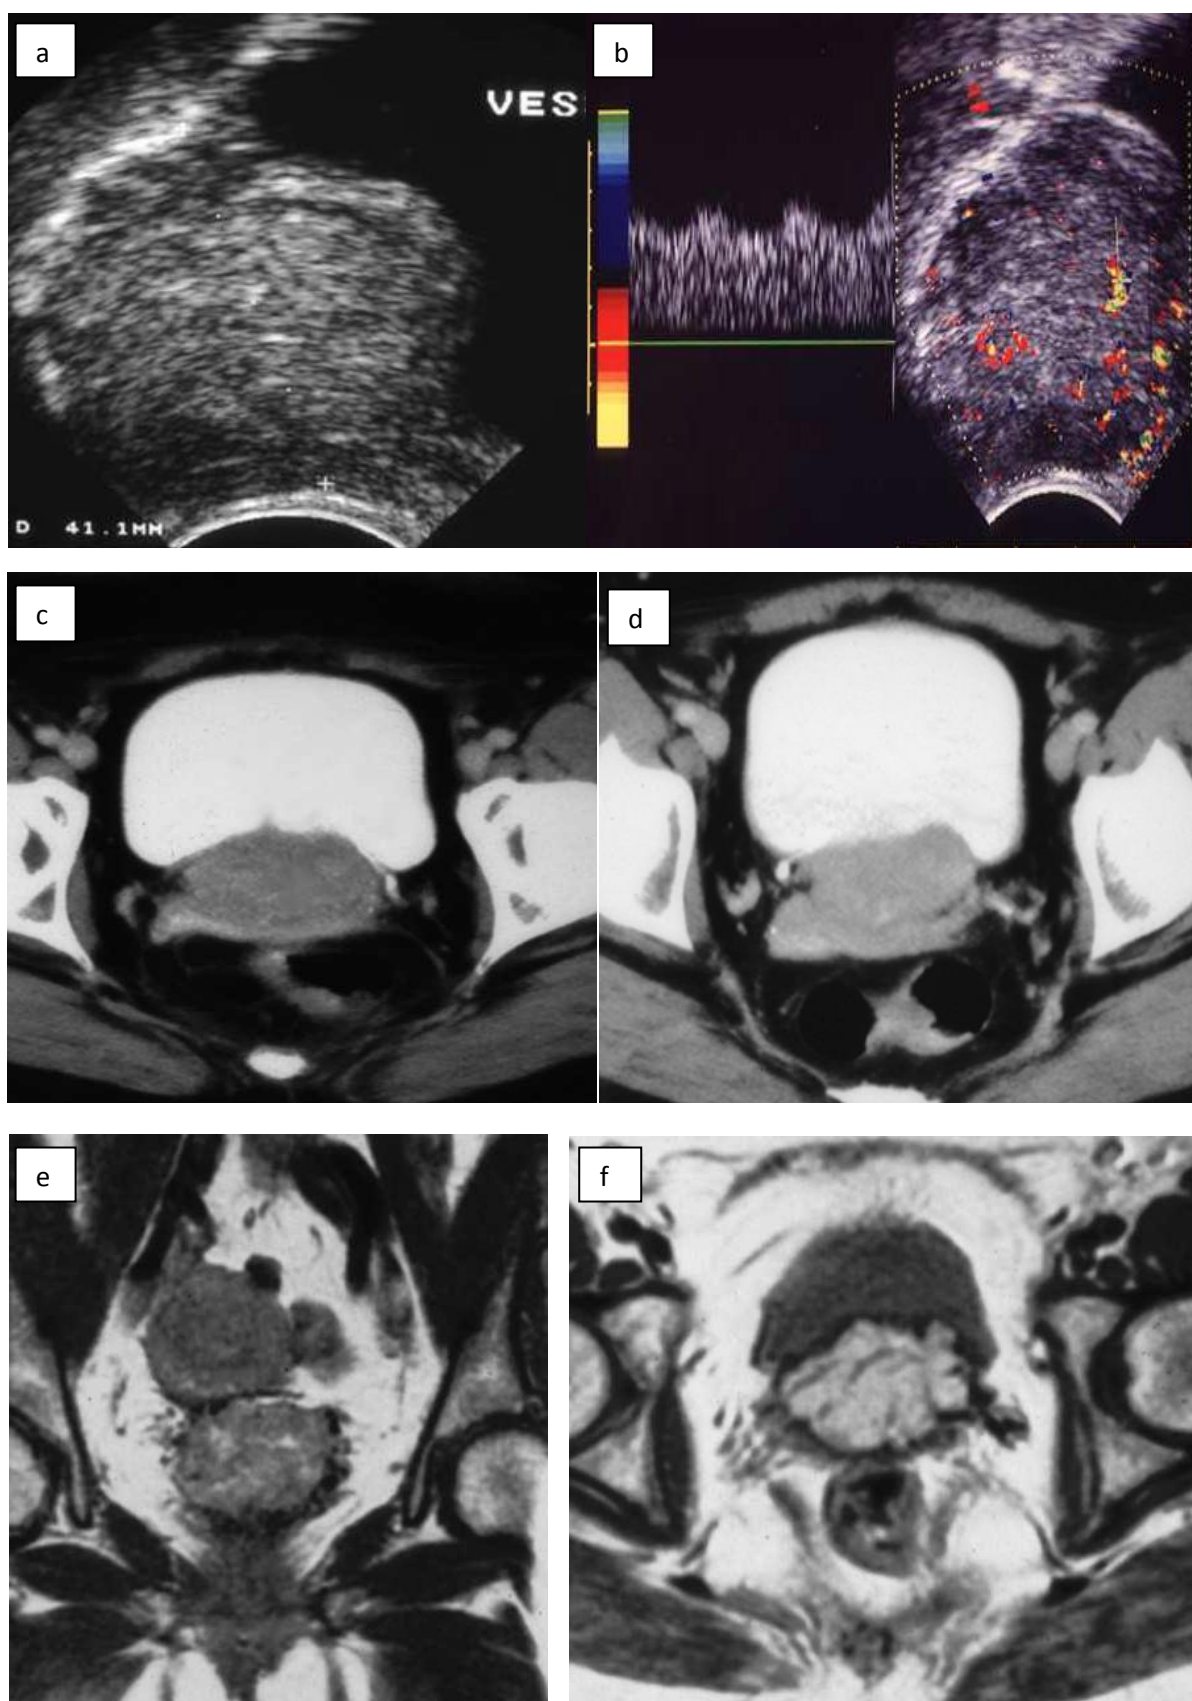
Echographie endo-vaginale couplée au doppler (a,b), TDM C-/C+ (c,d), IRM séquence T1 sans et avec injection de PDC (e,f), montrant une masse tissulaire infiltrante de la paroi postérieure de la vessie, trigonale, richement vascularisée.
